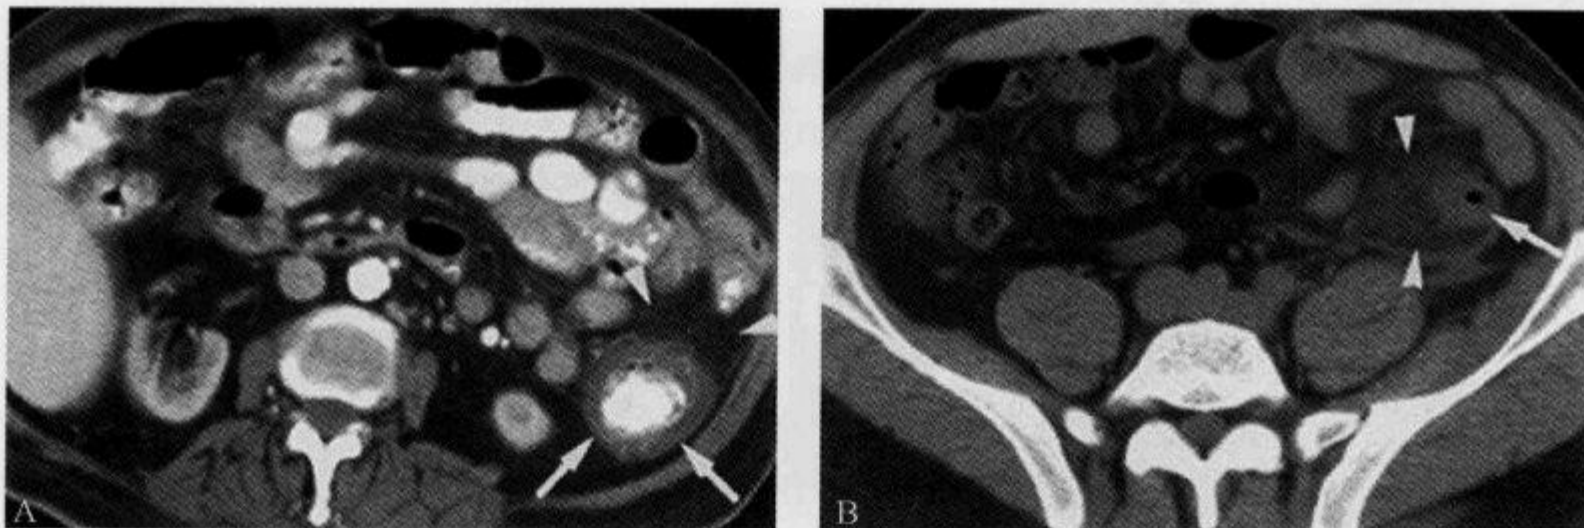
腹部 CT 示“不成比例的脂肪绞缠”
